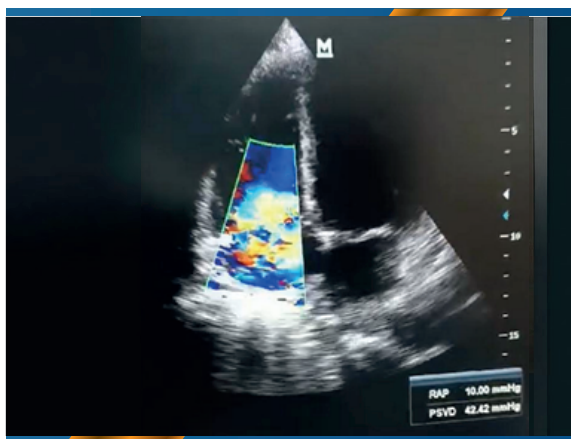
Ecocardiograma tratorácico
